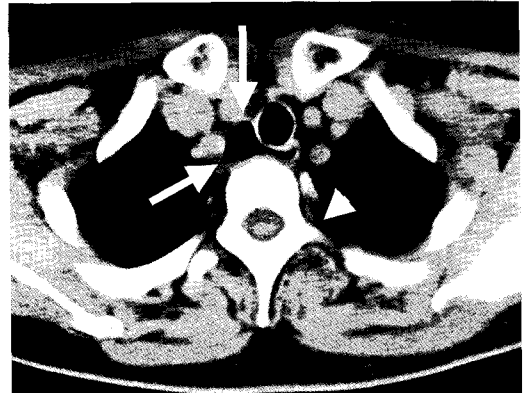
Preoperative neck CT scan shows that diverticular sac(arrow) located T2 vertebra (arrow head) level.
